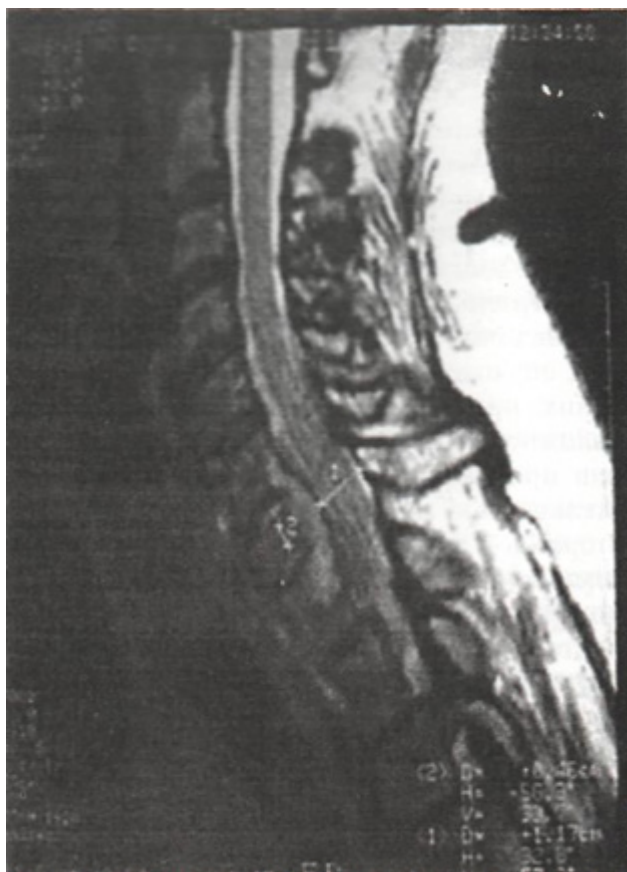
Магнитно-резонансная томограмма больной О., 56 лет, до операции: мягкотканый компонент опухоли тела С7 позвонка в позвоночном канале.
